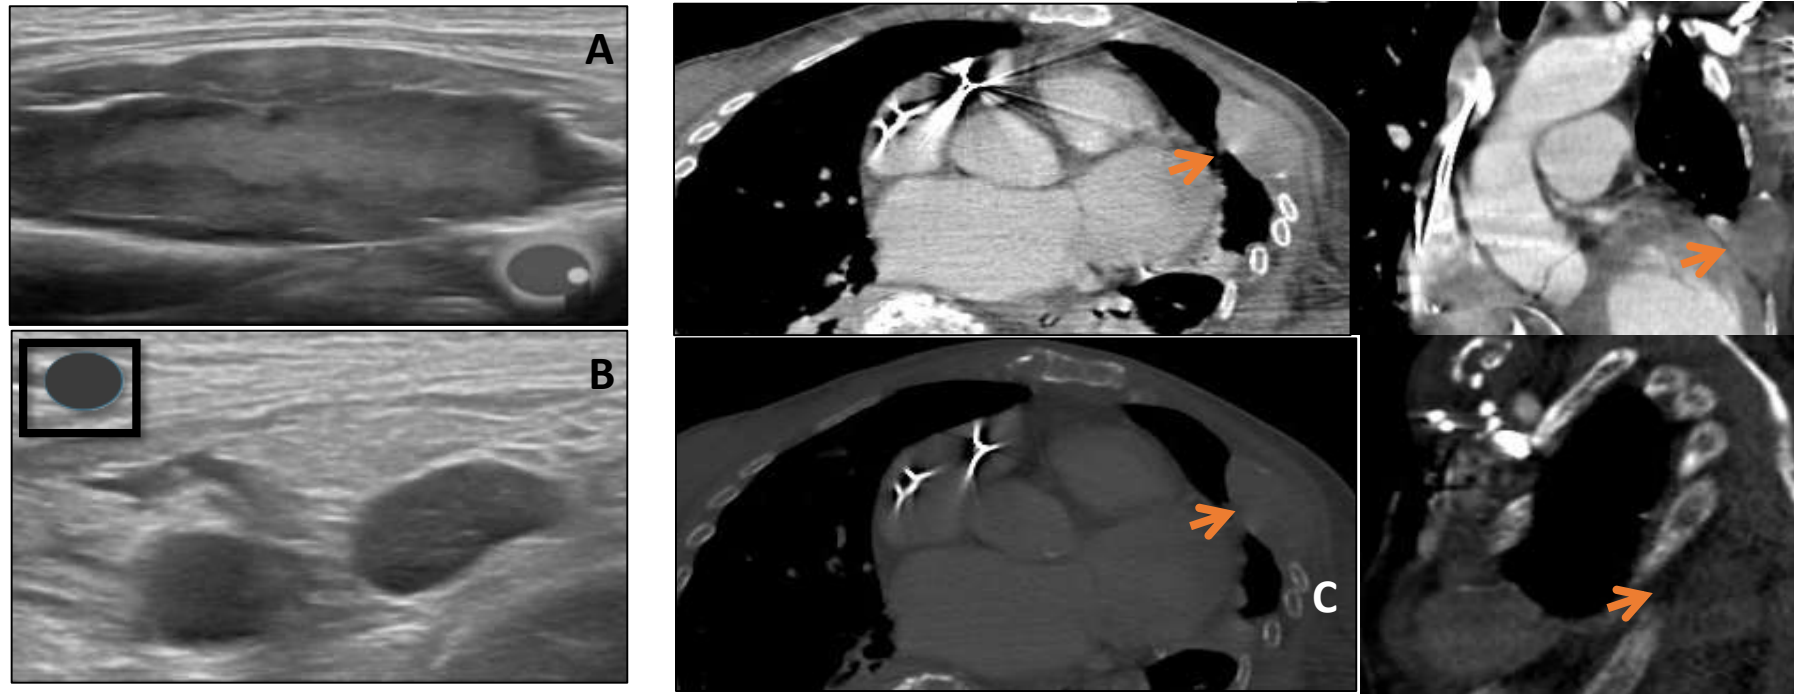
A y B) Ecografía mamaria (izquierda) y axilar (derecha): Masa palpable en el cuadrante superior externo/cuadrante superior interno de la mama izquierda correspondiente a una lesión sólida ovalada, bien circunscrita y heterogénea adyacente al hueso, y adenopatía axilar izquierda de características patológicas (ovalada, con pérdida de hilio graso). C) TC de tórax con contraste intravenoso (ventanas de partes blandas y hueso): Lesión lítica con componente de partes blandas en el cuarto arco costal anterior izquierdo, que muestra signos de agresividad radiológica y marcada destrucción ósea del arco costal. El estudio histológico confirmó el diagnóstico definitivo de plasmocitoma (flecha gruesa).
